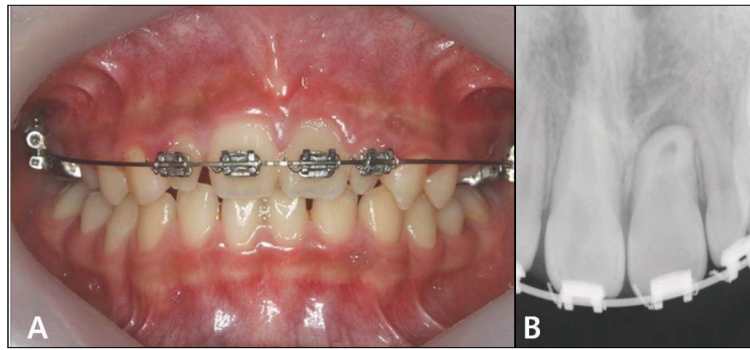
13months after traction. Intraoral photograph(A), Periapical radiograph(B)
